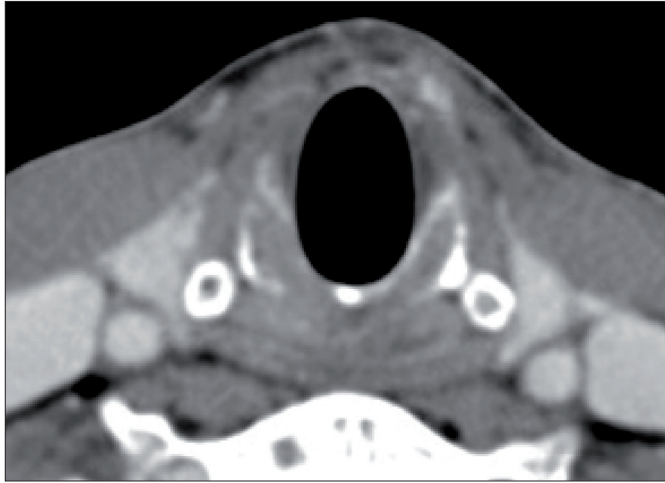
Coupe axiale TDM de référence passant par le bord supérieur du cartilage cricoïde (coupe inférieure).
